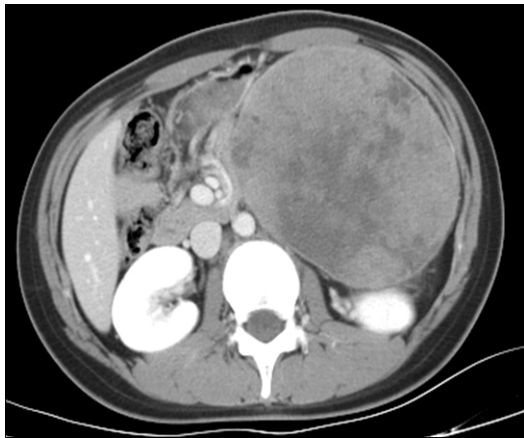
A post-enhanced coronal view of the abdominal CT (UPN 4) showed a large well- defined hetero-geneous mass originating from the pancreas.
